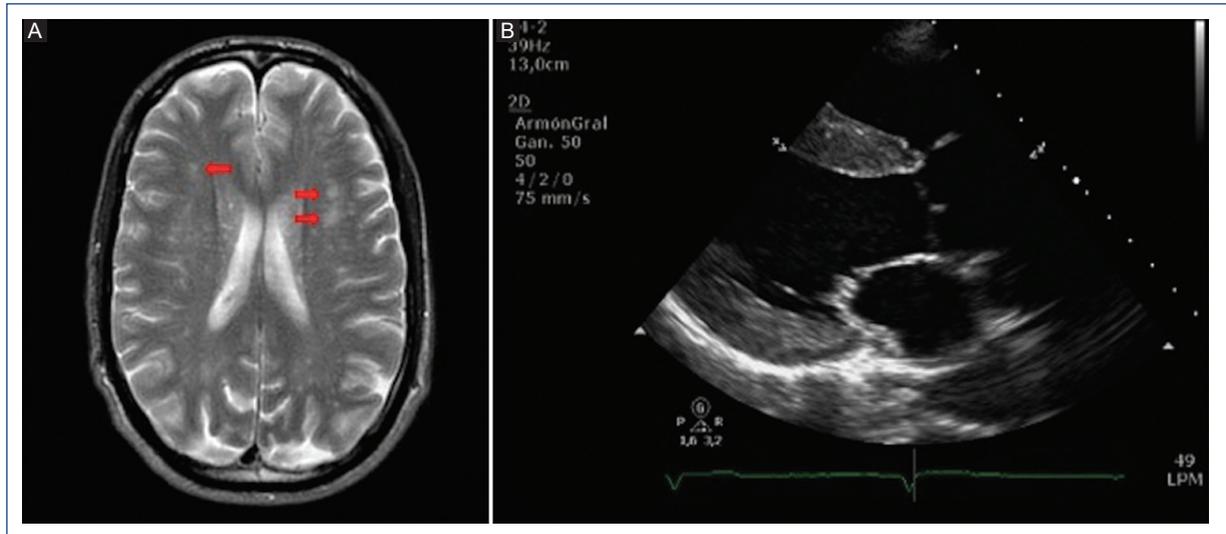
A: resonancia magnética de cráneo donde se objetivan lesiones (flechas rojas) entre sustancia gris y blanca perivascular compatibles con lesiones isquémicas de pequeño vaso. B: ecocardiograma transtorácico eje paraesternal largo que muestra hipertrofia ventricular izquierda.
